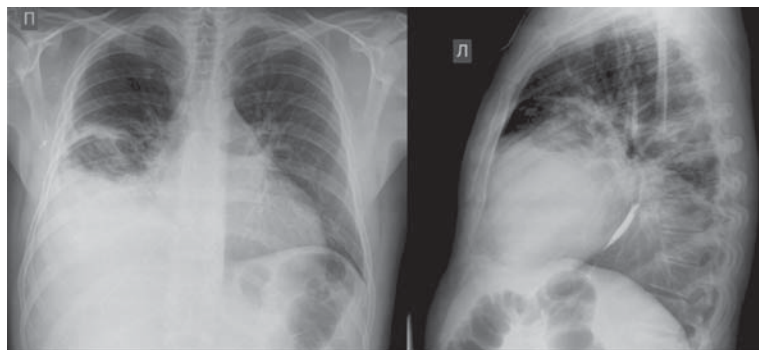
Рентгенограмма больного Г., 49 лет. Кардиомегалия, пневмофиброз. Объяснения в тексте.
